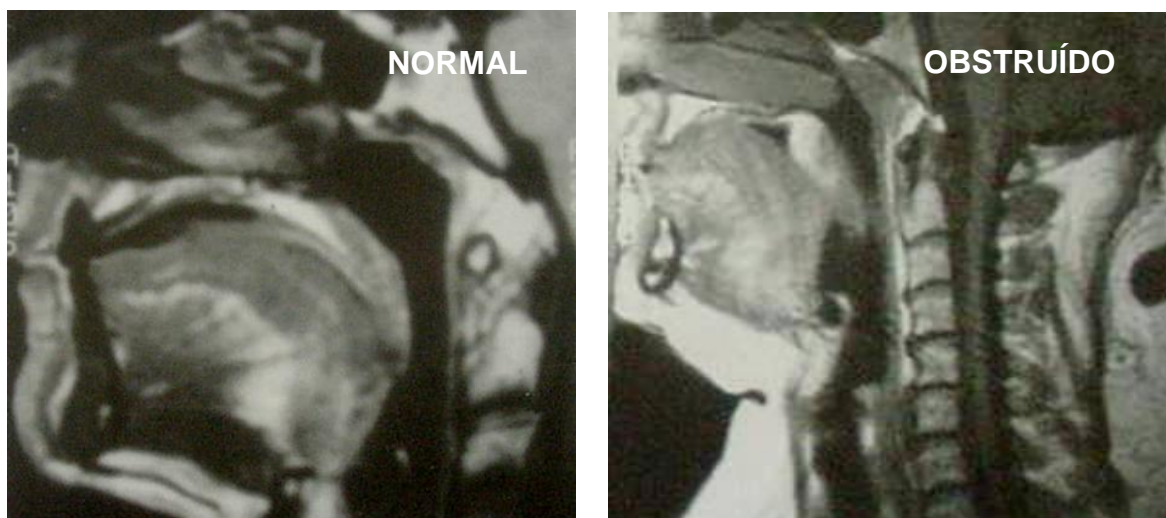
Imagens axiais de RMN da faringe com e sem obstruções.
